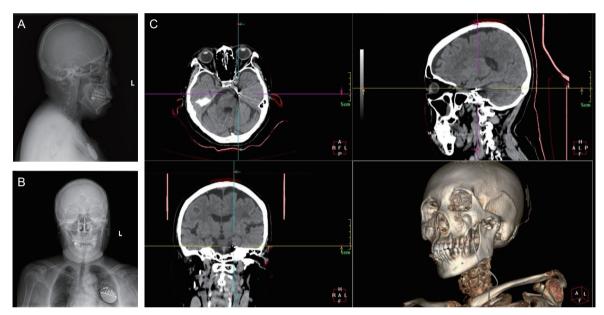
术后复查 X 片及 CT 影像验证电极、刺激器位置 (A) 术后侧位 X 片; (B) 术后正位 X 片; (C) 术后 CT 三维重建
